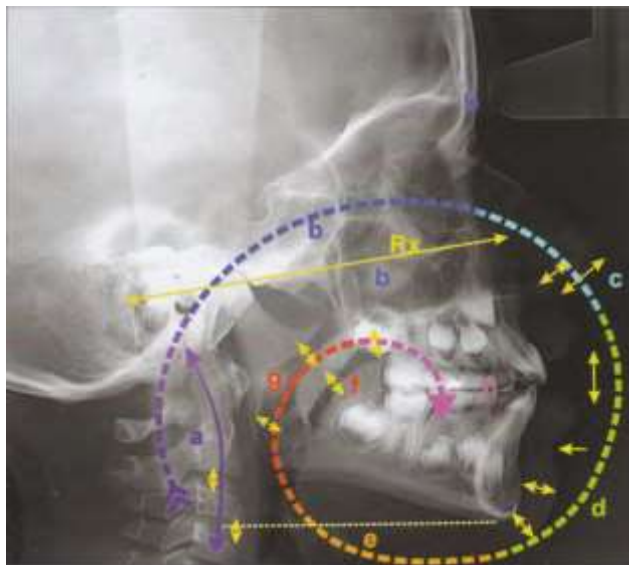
Examen téléradiographique du « coup d'œil » ou « eye ball ». Vérifier la qualité du cliché, la position dans le craniostat (Ax), les éventuels dédoublements, la colonne cervicale (a), les sinus (b), le nez (c), le sillon labio-mentonnier (d), l'os hyoïde (e), la position de la langue (f), le couloir respiratoire (g), la denture (h).
